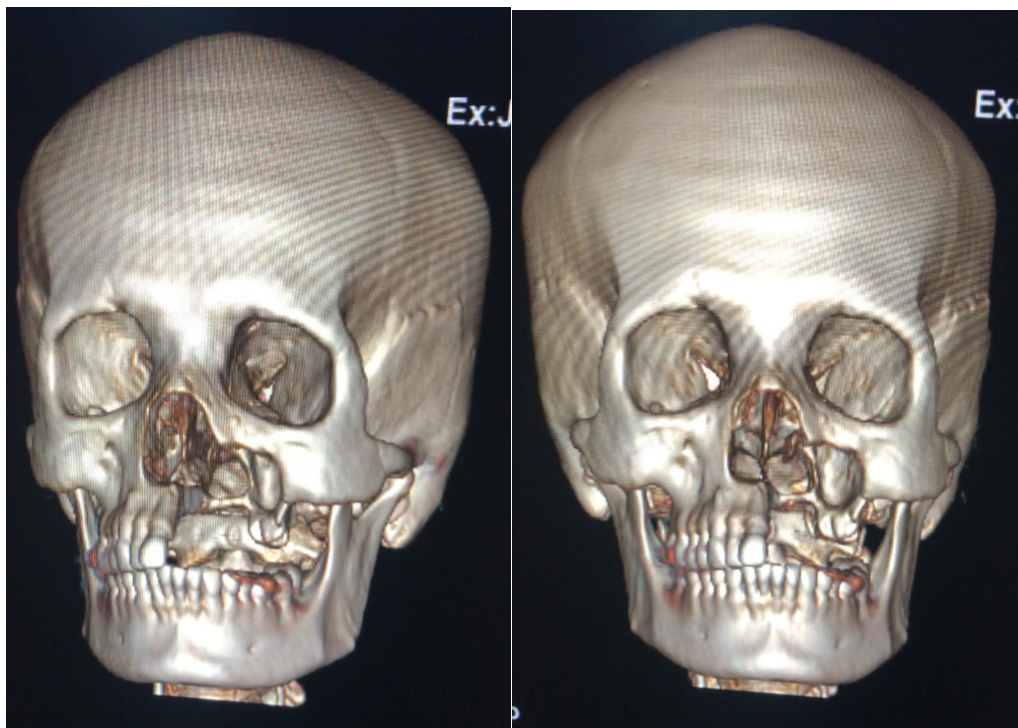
Tomografía computarizada de macizo facial en reconstrucción 3D post quirúrgica a hemimaxilextomia izquierda control. Fuente: archivo clínico ISSEMyM
